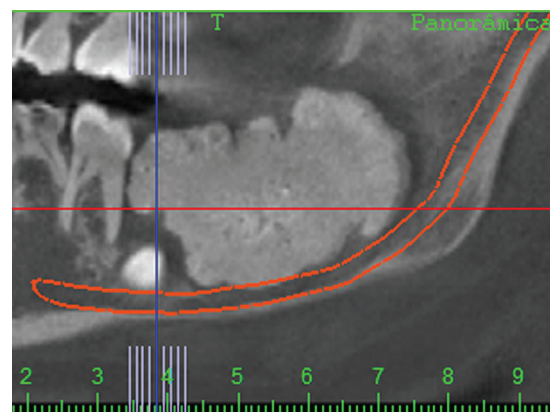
Tomografia Computadorizada demonstrando lesão radiopaca com aproximadamente 5 centímetros, presença do elemento 37 na basilar mandibular e preservação das paredes ósseas.
